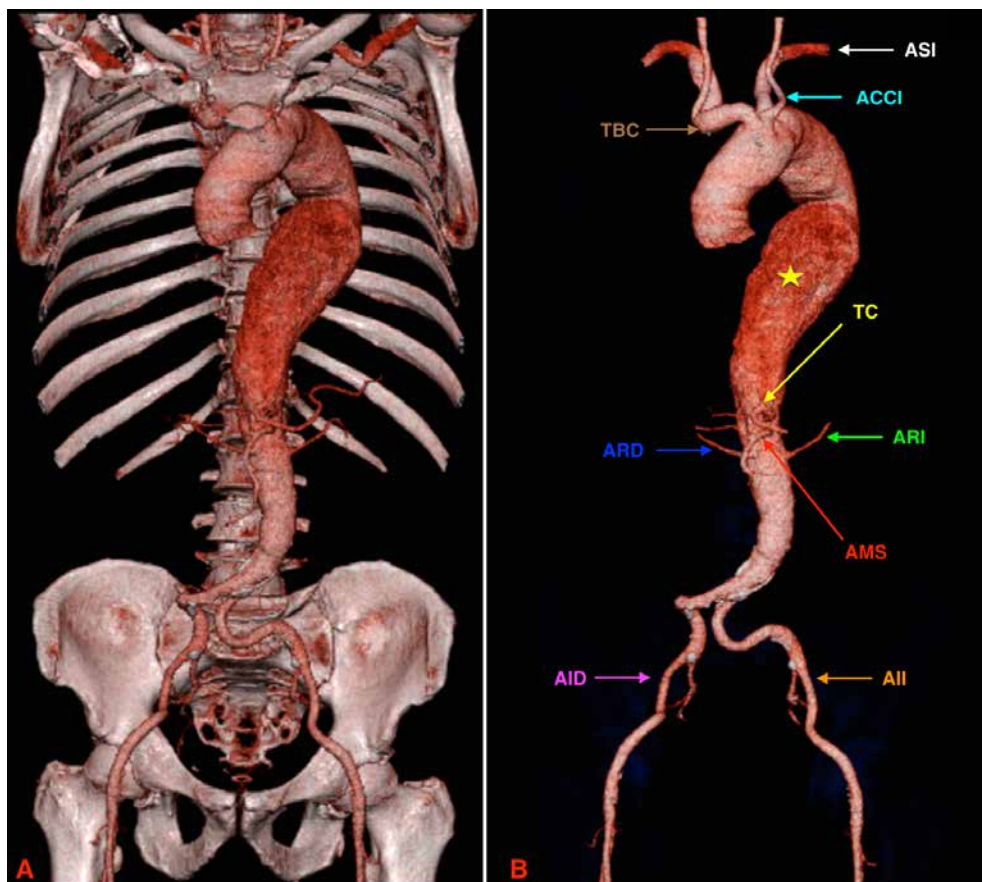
Reconstrucciones en VR. (A) se aprecia gran dilatación cónica de la aorta toraco-abdominal. (B) Flecha blanca: arteria subclavia izquierda (ASI), flecha azul claro: arteria carótida común izquierda (ACCI), flecha granate: Tronco braquiocefálico (TBC), flecha amarilla: tronco celiaco (TC), flecha verde: arteria renal izquierda (ARI), flecha azul: arteria renal derecha (ARD), flecha roja: arteria mesentérica superior (AMS), flecha rosa: arteria iliaca derecha (AID), flecha naranja: arteria iliaca izquierda (AII), estrella amarilla: aneurisma aórtico.
